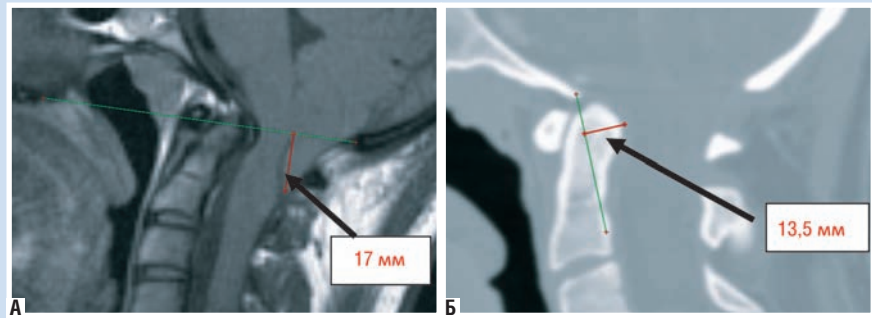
МРТ и КТ шейного отдела позвоночника, выполненные перед операцией. А – Т1 взвешенное изображение в сагиттальной проекции. Миндалики мозжечка опускаются на 17 мм ниже линии Чемберлена. Б – КТ реконструкция в сагиттальной проекции. Задние отделы зубовидного отростка на 13,5 мм смещены в позвоночный канал
